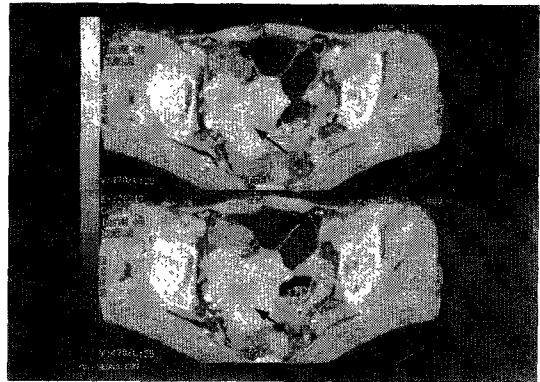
Postcontrast CT demonstrates bicornuate uterus in the pelvic cavity. Note 2 opacified ureters just lateral to uterus.
